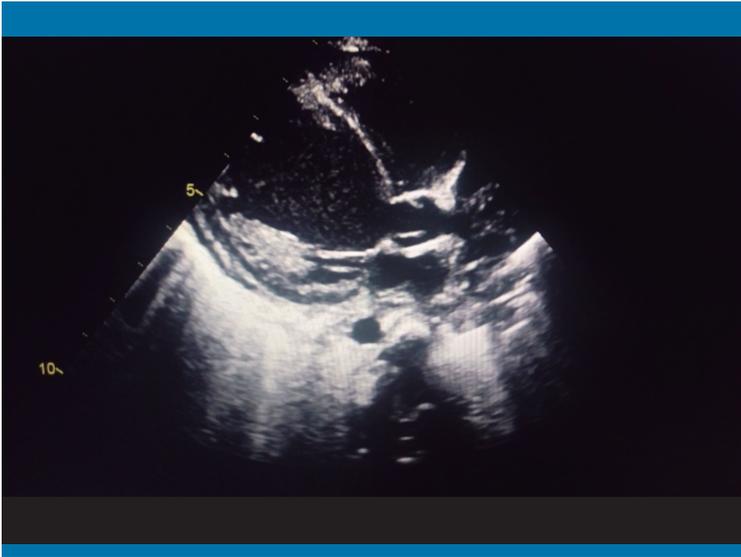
Ecocardiografía 2D. Plano paraesternal del eje largo, en el que se observa una marcada dilatación del ventrículo izquierdo
